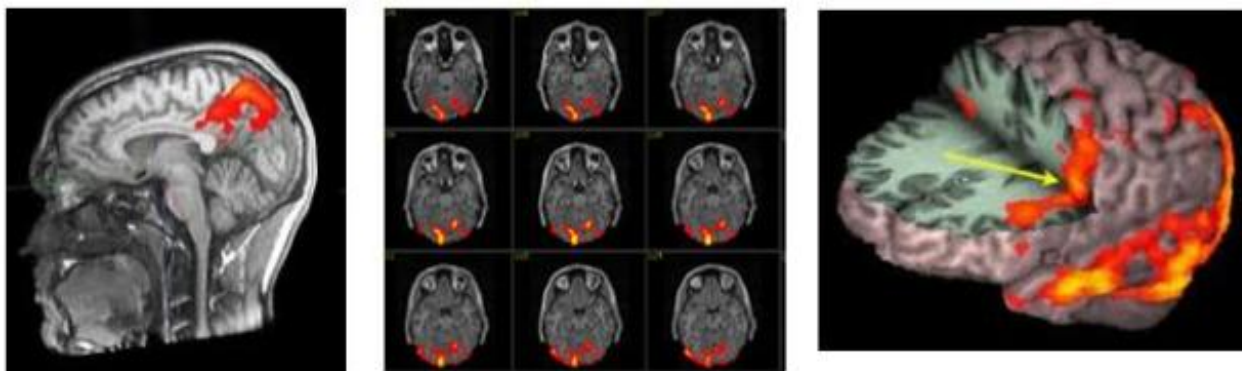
Томограма головного мозку (функціональна МРТ)
